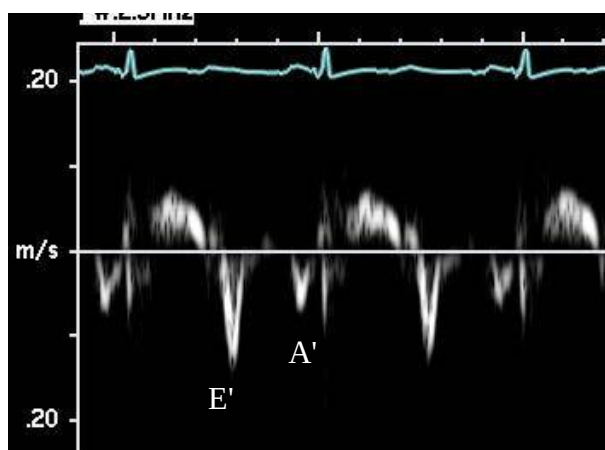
Doppler tecidual do anel mitral
